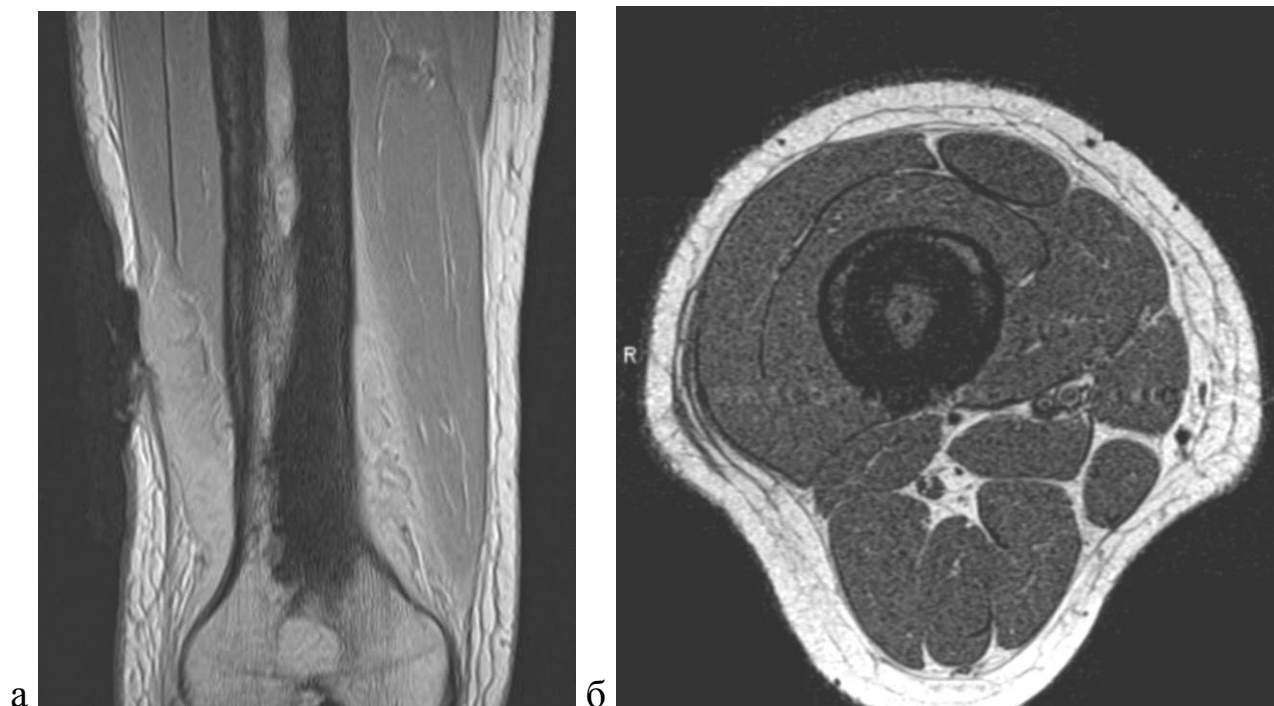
МРТ бедренной кости в коронарной (а) и аксиальной (б) проекциях. Распространенный циркулярный остеосклероз кости, не дающий сигнала на МРТ
